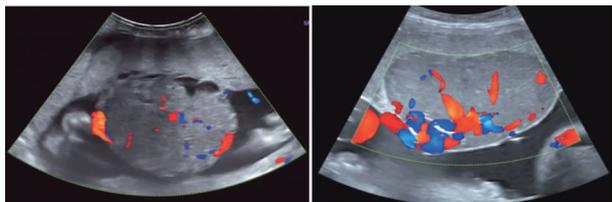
左、右图分别示病例1、2 胎盘血管瘤彩色多普勒超声表现
